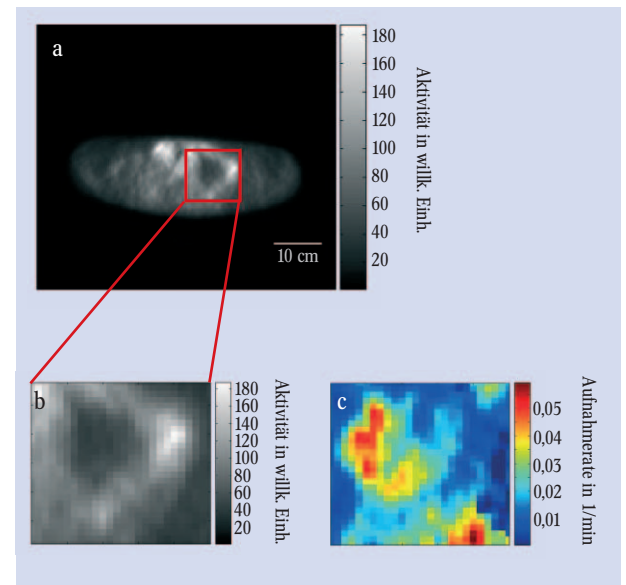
Bei der dynamischen PET-Messung des Thorax eines Lungenkrebspatienten zeigt sich, dass der Tumor vier Stunden nach Injektion eine geringe Aktivität zeigt (a, b). Mit einem pharmakokinetischen Modell (Philips Research Aachen) lässt sich die Aufnahme des Tumors berechnen (c): Diese zeigt Bereiche des Tumors mit starker Sauerstoffunterversorgung. Diese Bereiche erfordern eine höhere Dosis bei einer Strahlentherapie. (Klinische Daten: S. Eschmann, Univ. Tübingen)
